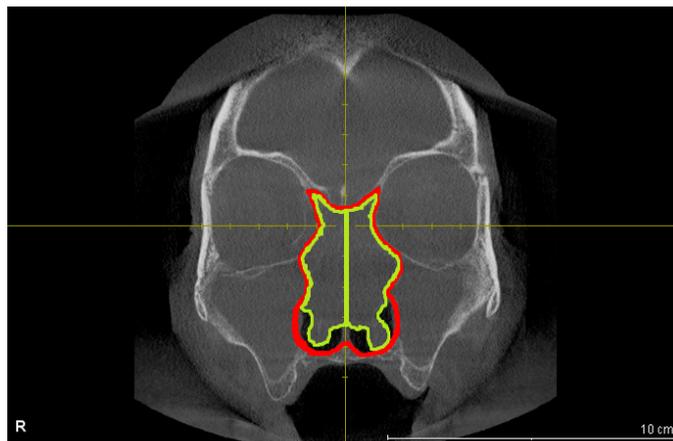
Компьютерная томография больного с полипозным риносинуситом, выделены области затенения в полости носа (зеленая линия) и границы полости носа (красная линия) для цифровой обработки изображения.
